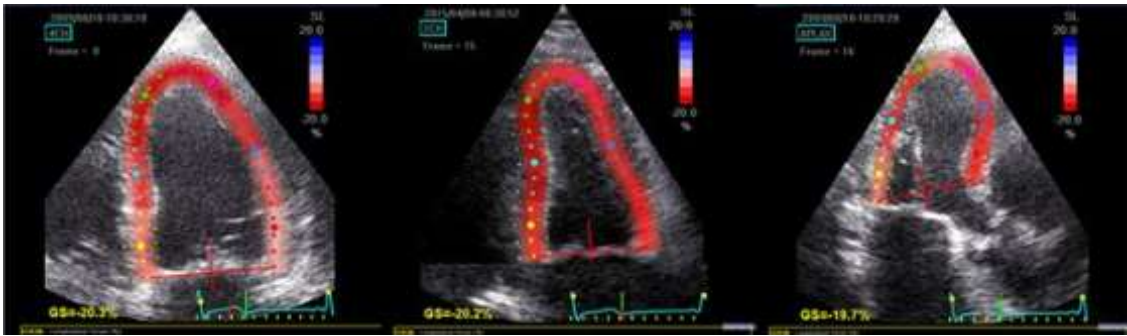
Ecocardiograma en las vistas de 4 y 2 cámaras y APLAX para la adquisición de la deformación longitudinal global por técnica de seguimiento de partículas.
